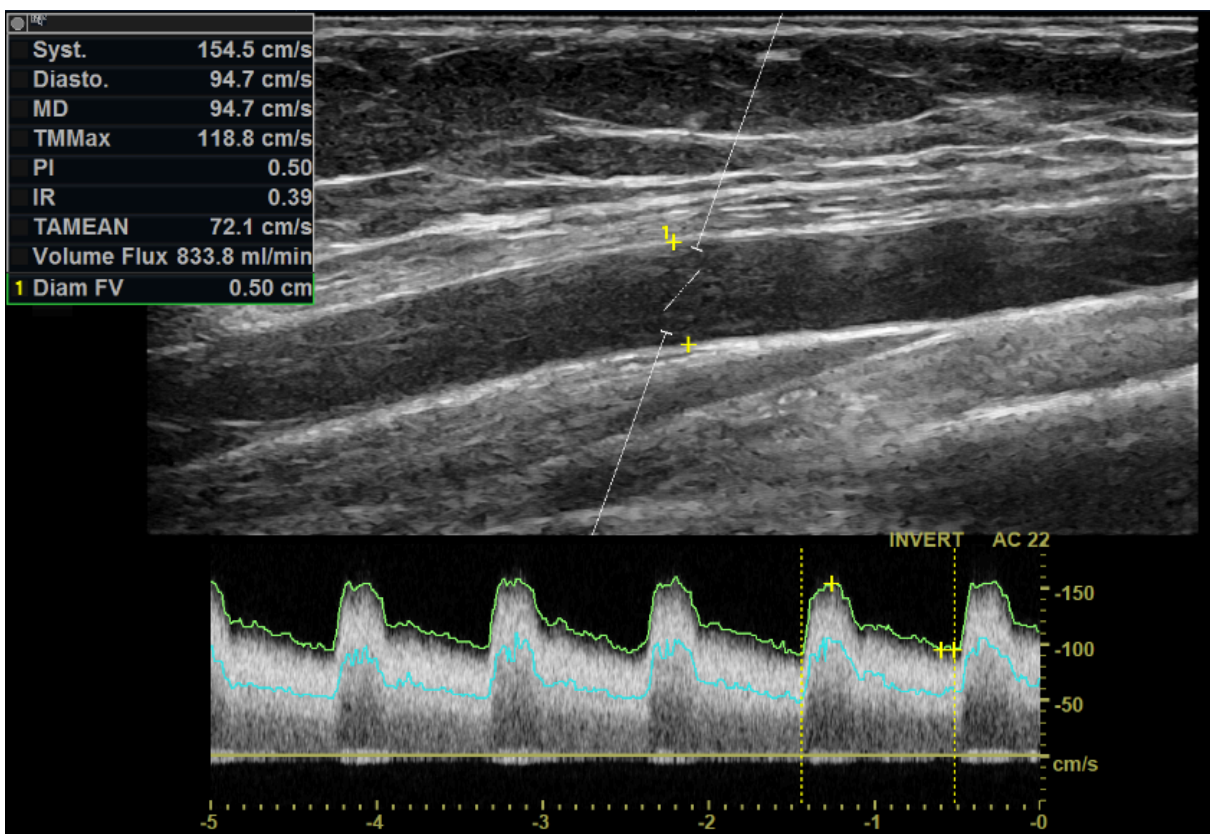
Doppler pulsé montre une augmentation du débit à 833ml/min
